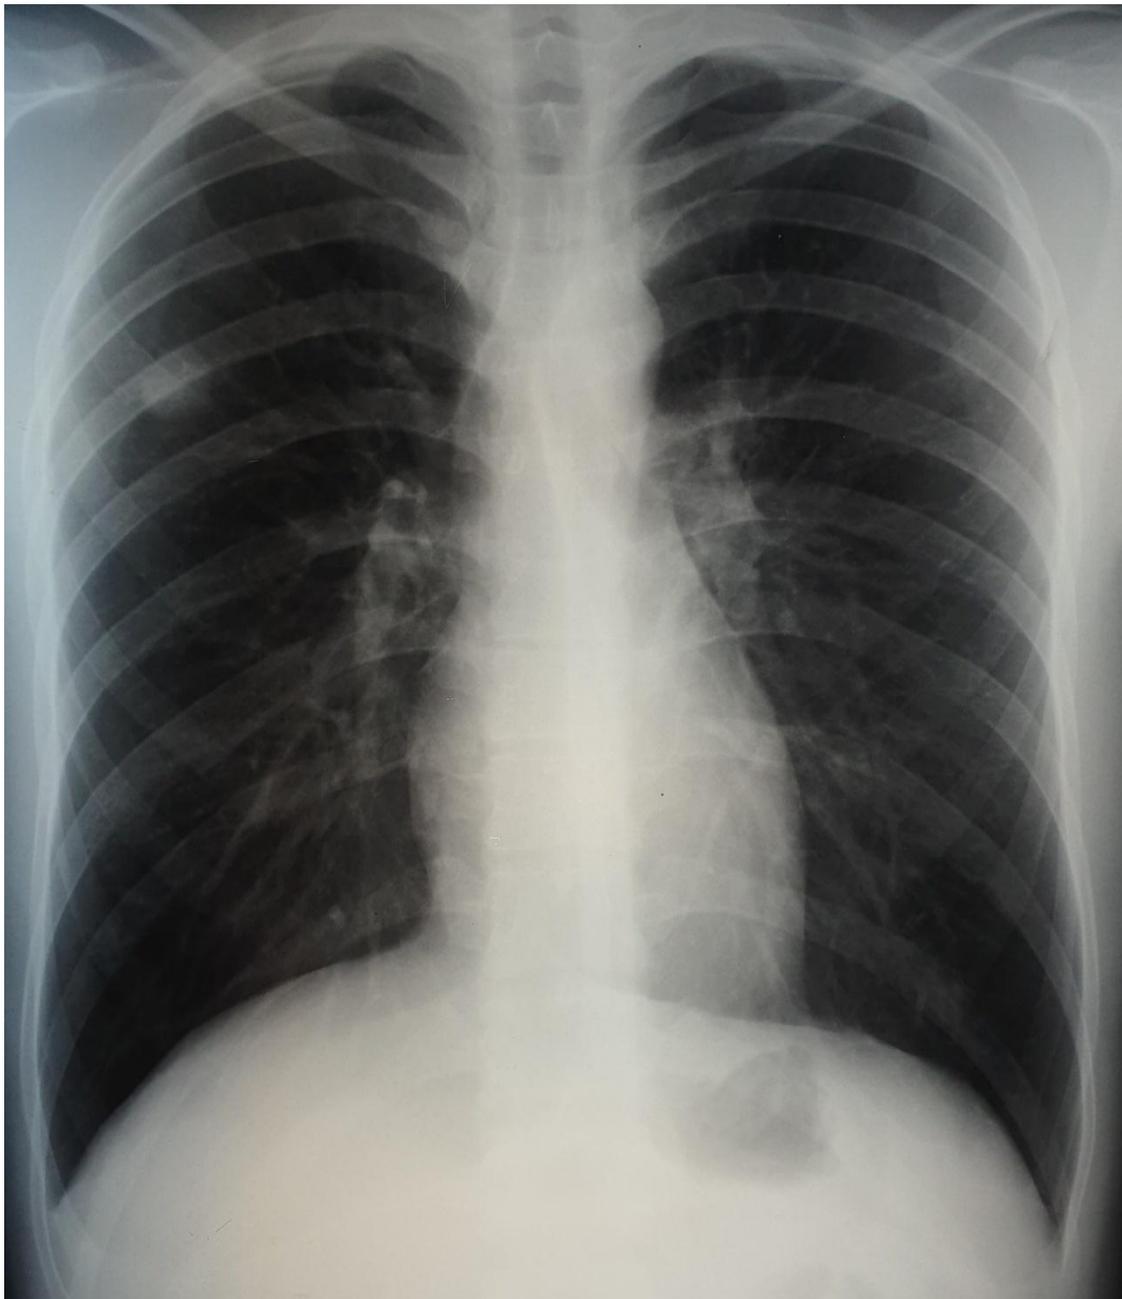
Exemple d'un aspect de tuberculome pulmonaire sur une radiographie du thorax (face) sous forme d'une opacité bien arrondie du lobe supérieur droit.
